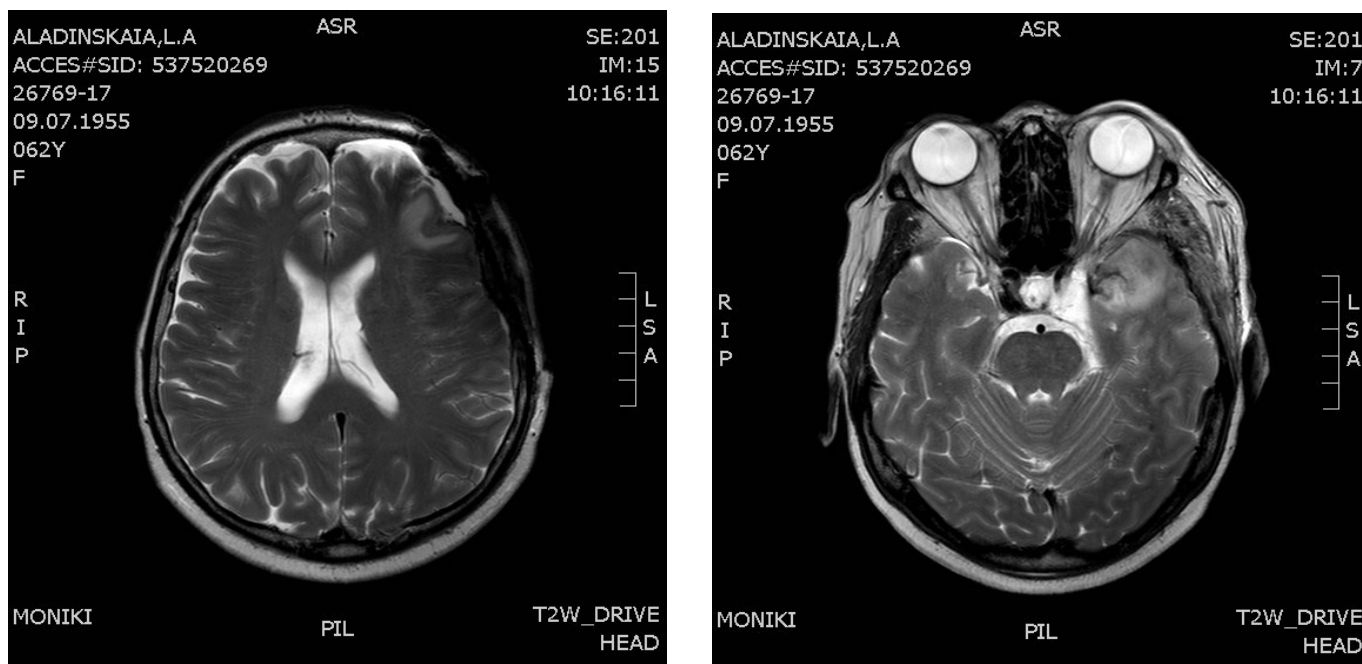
На представленных МРТ отмечается зона умеренного отека левой лобной доли, титановая сетка не визуализируется. Размеры АК практически не изменились.
